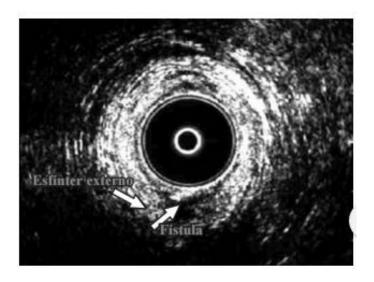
Ultrasonido endorrectal
